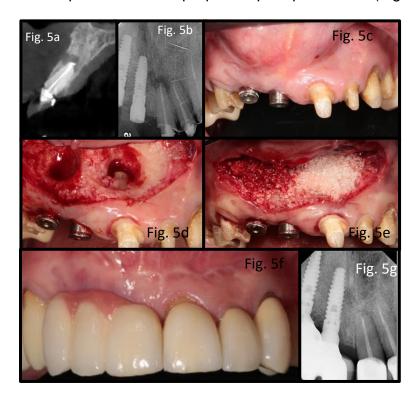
Paciente masculino de 54 años de edad que presenta lesión periapical de 4 mm de extensión en diente 21
